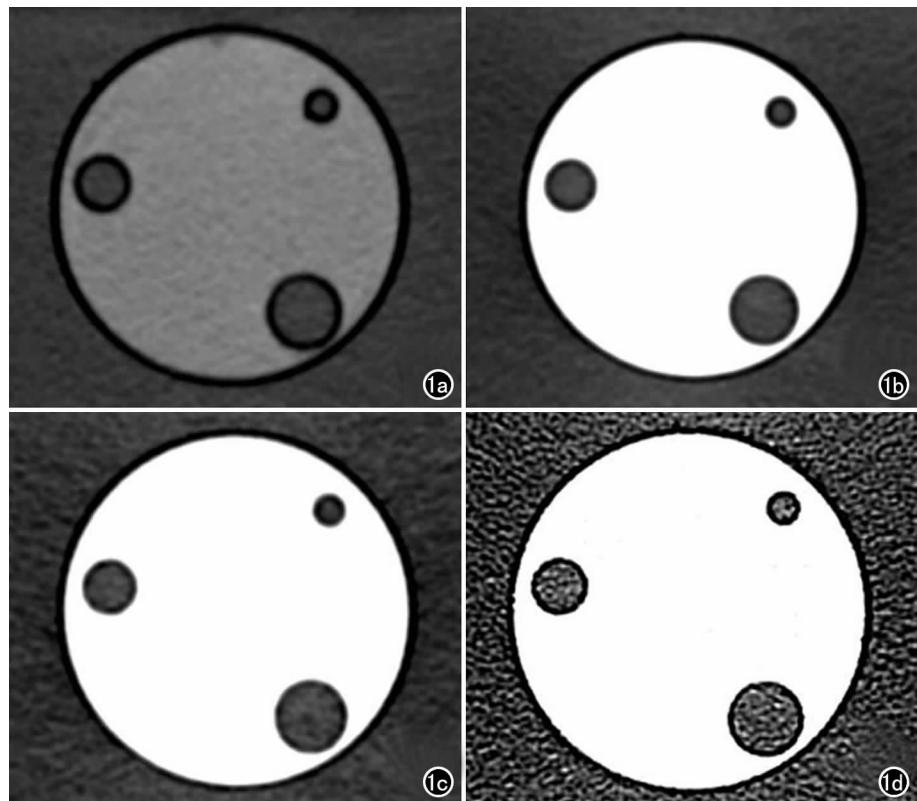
Siemens 双源 CT 肾囊肿模型扫描图。a) 假定平扫时肾脏背景浓度为 40HU,肾囊肿的 CT 值平均为 (2.70 ± 2.24) HU(重建算法 B30,层厚 5mm); b) 假定肾脏强化最显著时的 CT 值为 240HU,肾囊肿 CT 值的增量为 (8.27 ± 2.44) HU(重建算法 B30,层厚 5mm); c) 重建算法为 B70,层厚 5mm,肾囊肿 CT 值的增量可达 14.63HU,出现假性强化的现象; d) 重建算法 B 值为 70,层厚 1mm,该扫描条件下图像噪声明显加大,肾囊肿也出现假性强化的现象。
